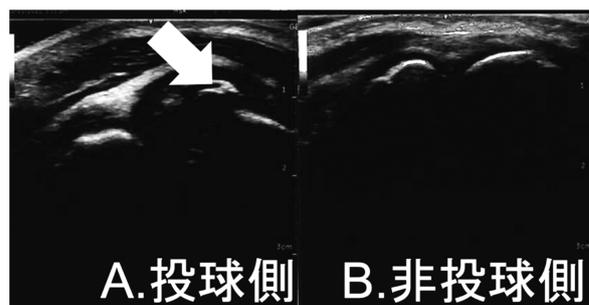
OCD超音波画像(石崎の分類<sup>3)</sup> Stage IIIa) 屈曲後方アプローチ長軸像
